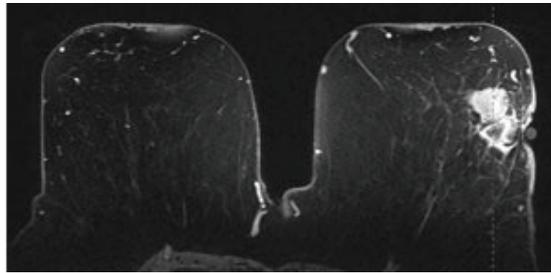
Imagens da mama obtidas por ressonância magnética mostrando uma lesão [51]
